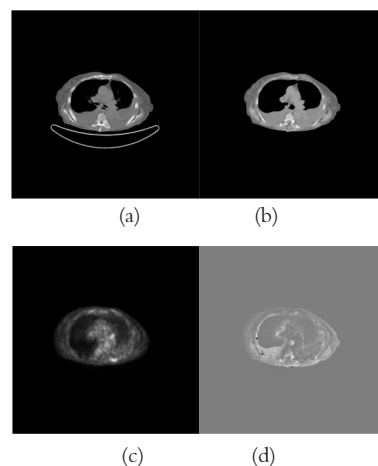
PET和CT图像预处理结果，其中(a)为CT原图像，(b)为经过预处理后的CT图像，(c)为插值后的PET图像，(d)为配准前两幅图像的相减差异图。
